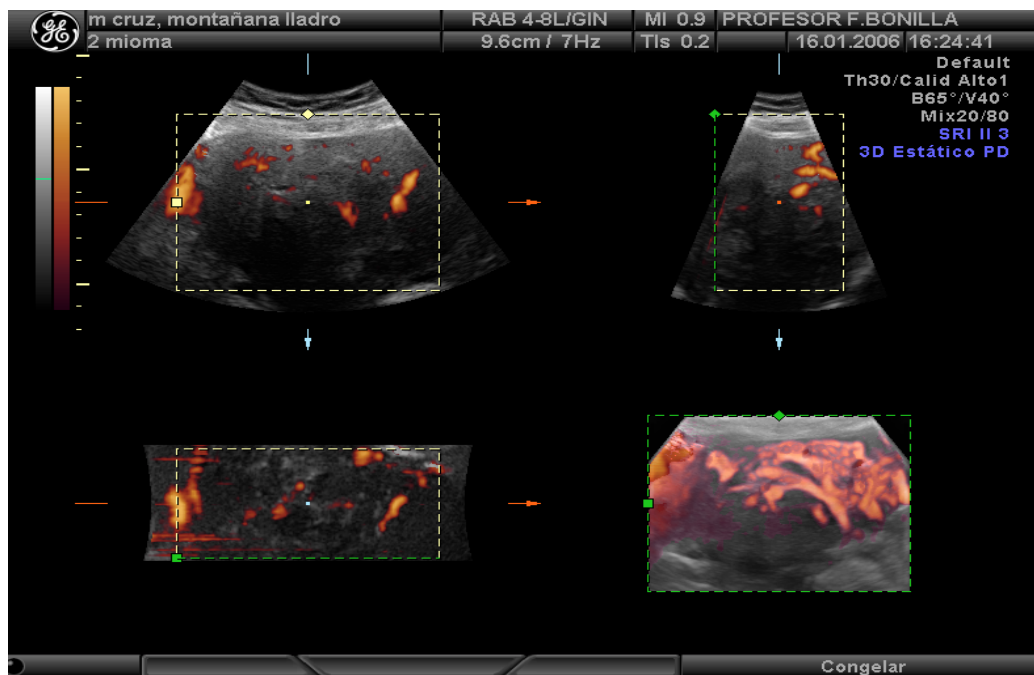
Power Doppler 3D de un mioma.
